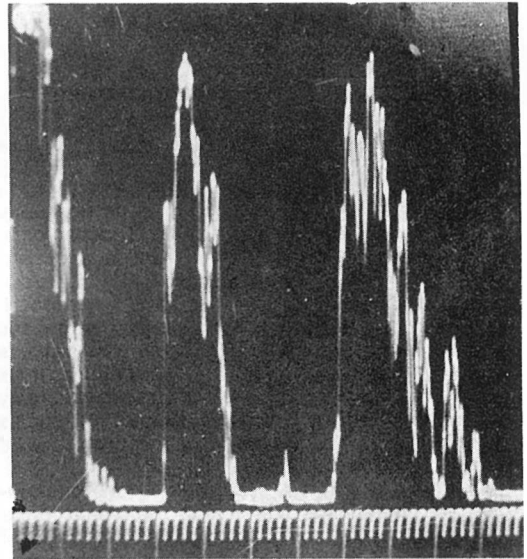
Echosonography of the right orbita (B-scanning). There is a transsonic zone corresponding to a cyst
